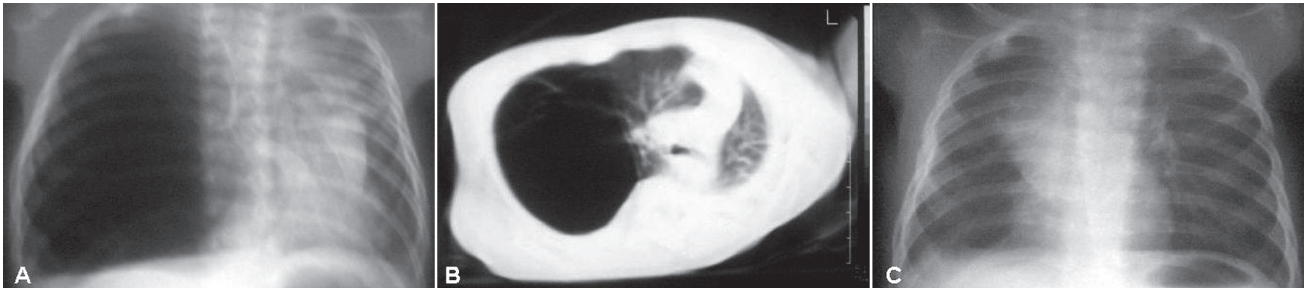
Doğuştan kistik bezsel kusurlu bir hastanın (a) anterior posterior akciğer grafisi, (b, c) bilgisayarlı kesityazar görüntüleri, (d) aynı hastanın ameliyat sonrası filmi.
